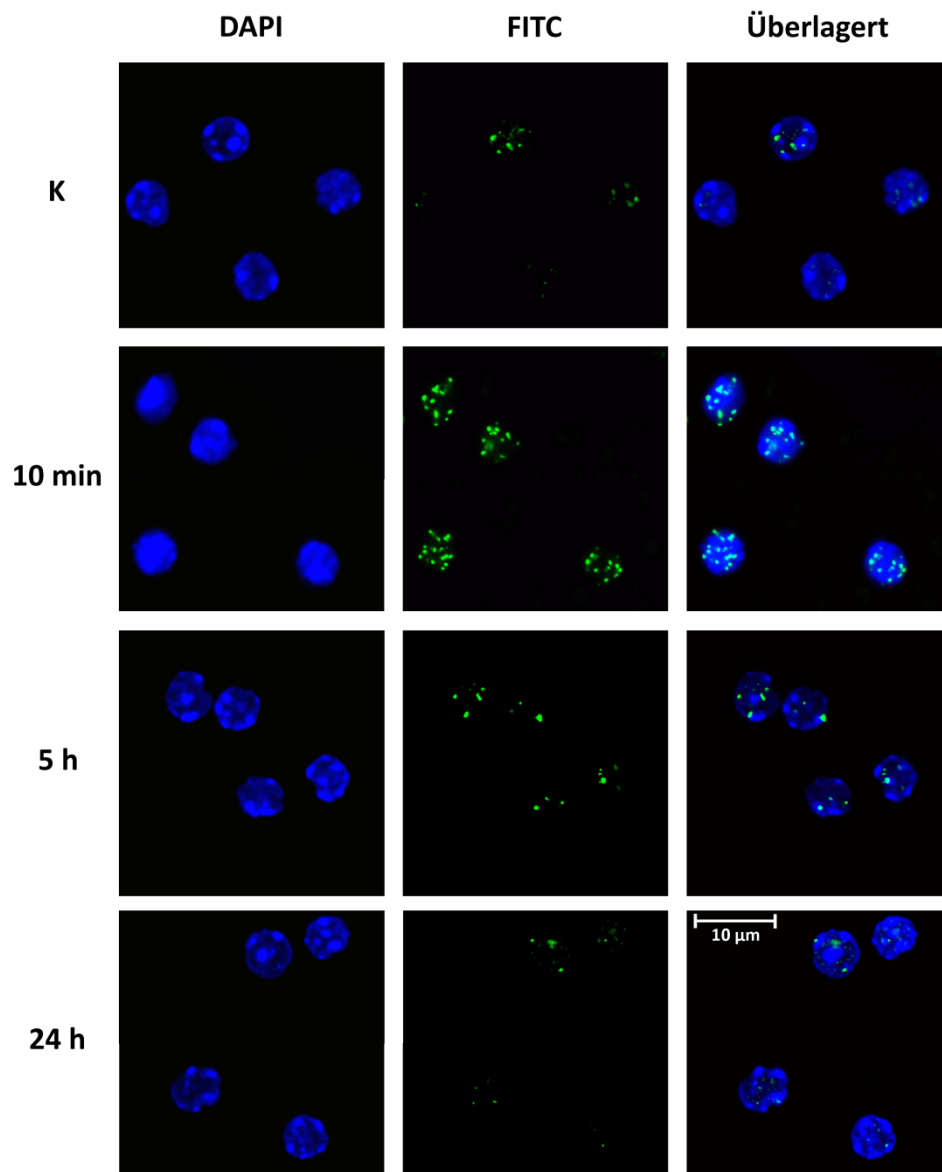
Induktion und Reparatur von γ H2AX- Foci in murinen Lymphozyten nach 90 kV-Röntgenstrahlung und einer Dosis von 1 Gy *in vivo*
